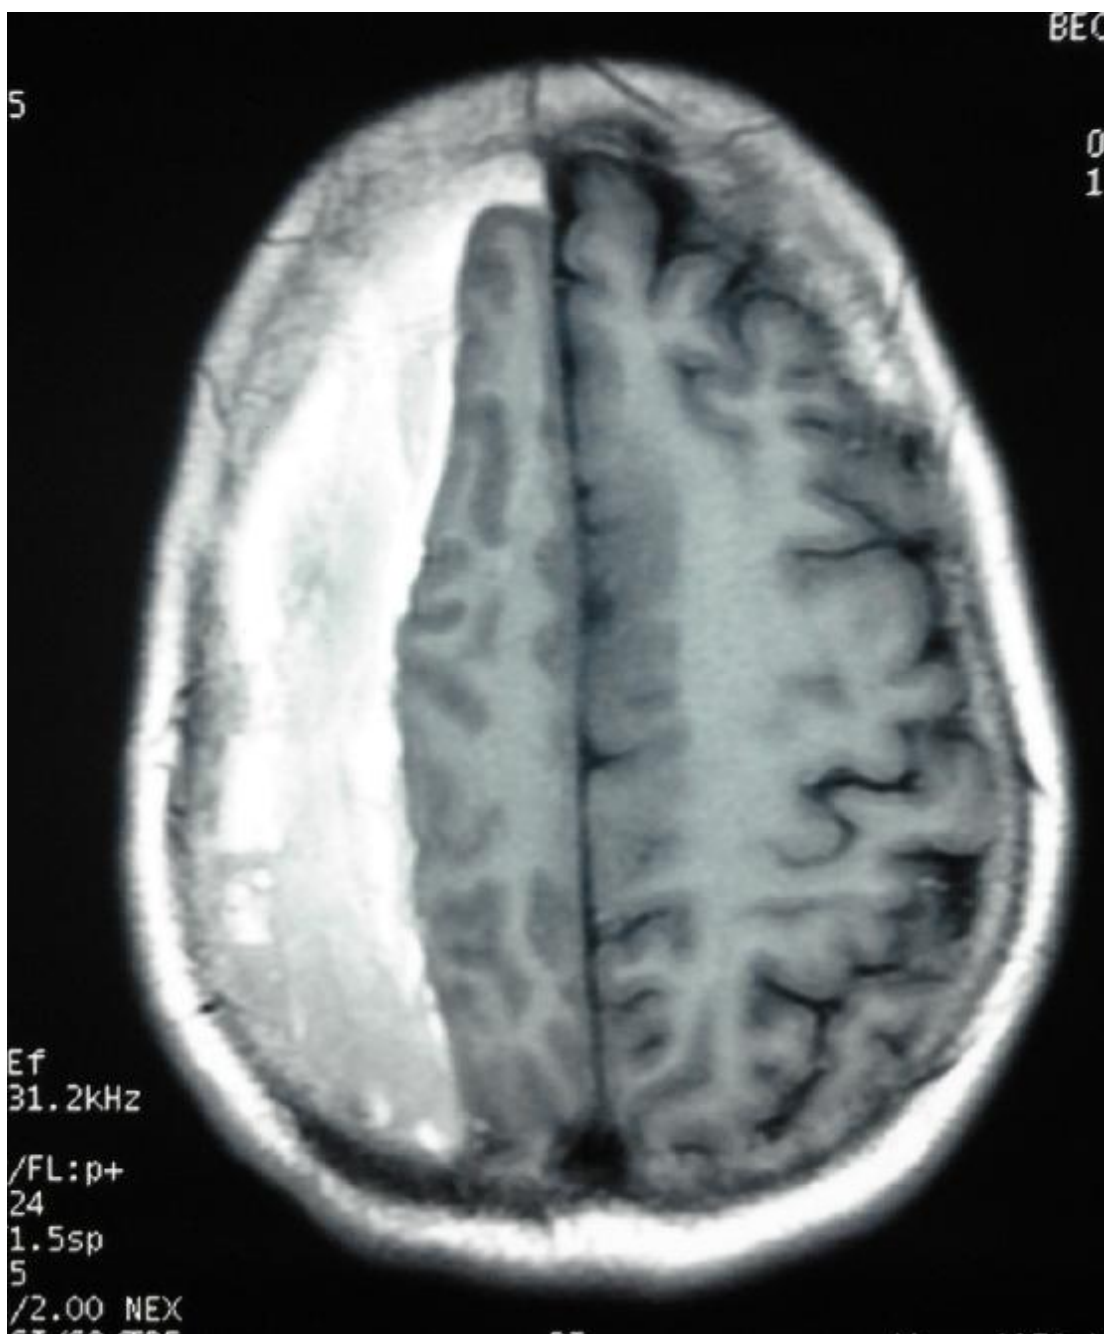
coupe IRM en T1 montrant un HSDC droit en hypersignal.
